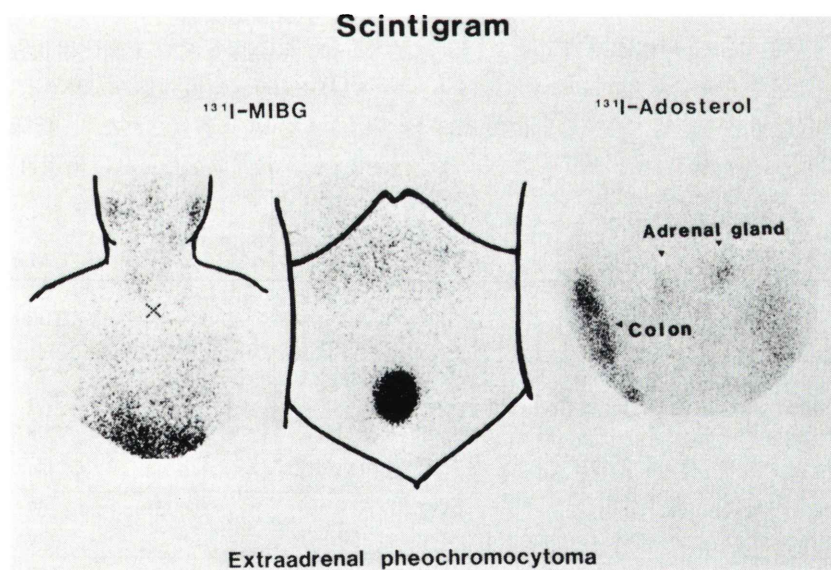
^{131}I -MIBG scintigrams of a patient with extra-adrenal pheochromocytoma (on the left and middle) and ^{131}I -adosterol scintigram (on the right).
